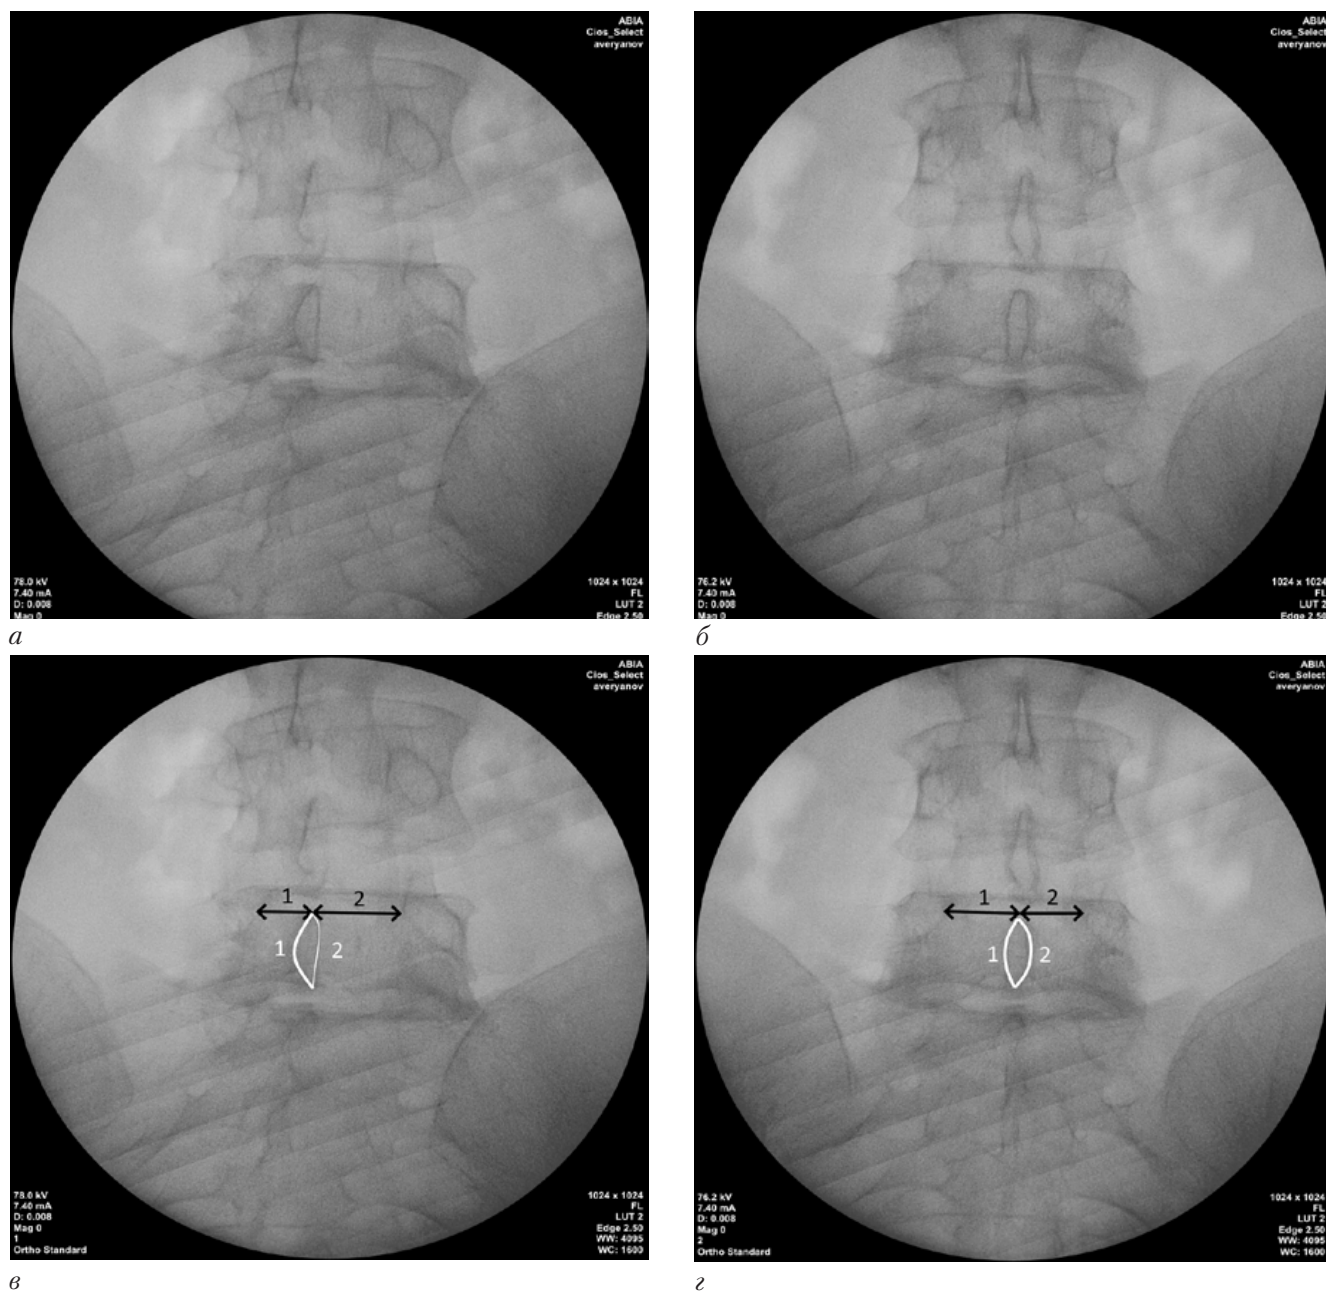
Получение истинной передне-задней проекции позвоночника: а, в – косая проекция (около 10 градусов по отношению к истинной передне-задней проекции). Расстояние от остистого отростка (черная линия со стрелками 1 и 2) до ножек дуги позвонка различается, рентгенологическая плотность контуров остистого отростка (белая линия 1 и 2) разная; б, г – с помощью изменения угла орбитального вращения получена истинная передне-задняя проекция. Расстояние от остистого отростка (черная линия со стрелками 1 и 2) до ножек дуги позвонка примерно одинаковое, рентгенологическая плотность контуров остистого отростка (белая линия 1 и 2) сопоставима. Внимание! Истинная передне-задняя проекция не всегда соответствует 0 градусам на шкале орбитального вращения C-дуги
